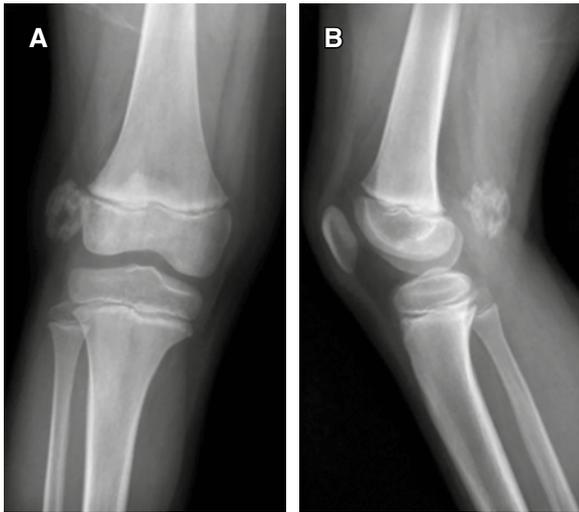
Radiografía simple anteroposterior (A) y lateral (B) de rodilla derecha, donde se aprecia una tumoración de partes blandas a nivel posterolateral sugestiva de osificación heterotópica.
